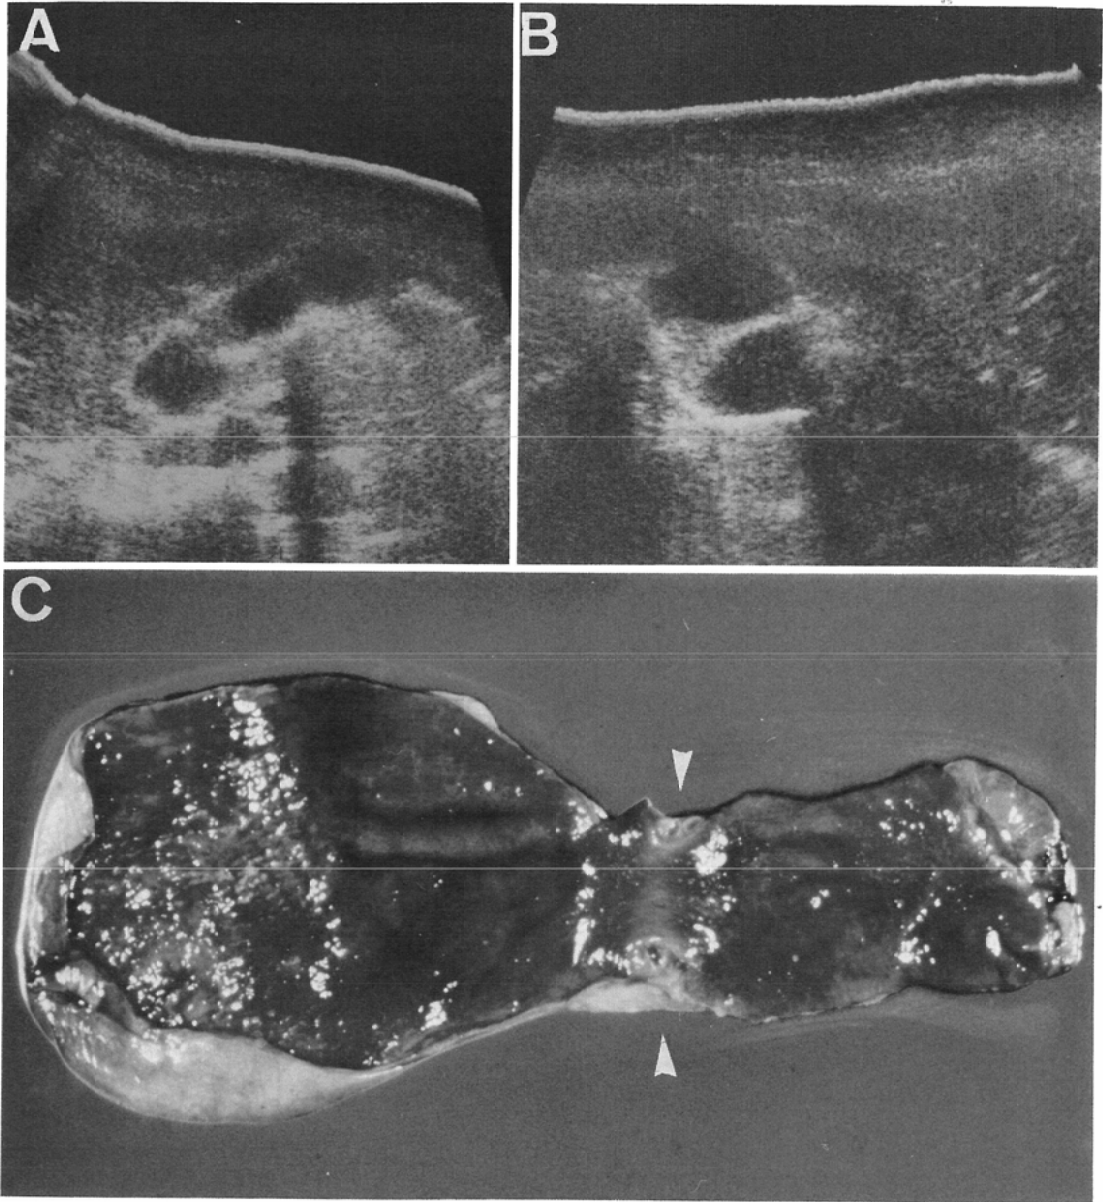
A case of adenomyomatosis (segmental type). Ultrasonogram of intercostal (A) and subcostal (B) scanning reveals segmental wall thickness containing multiple anechoic spots, which correspond to multiple intramural diverticula (arrow head) (D).
